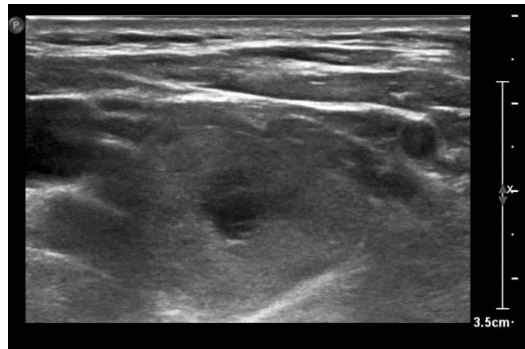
Ecografía tiroidea en BMN (registro UCMHMNA)
